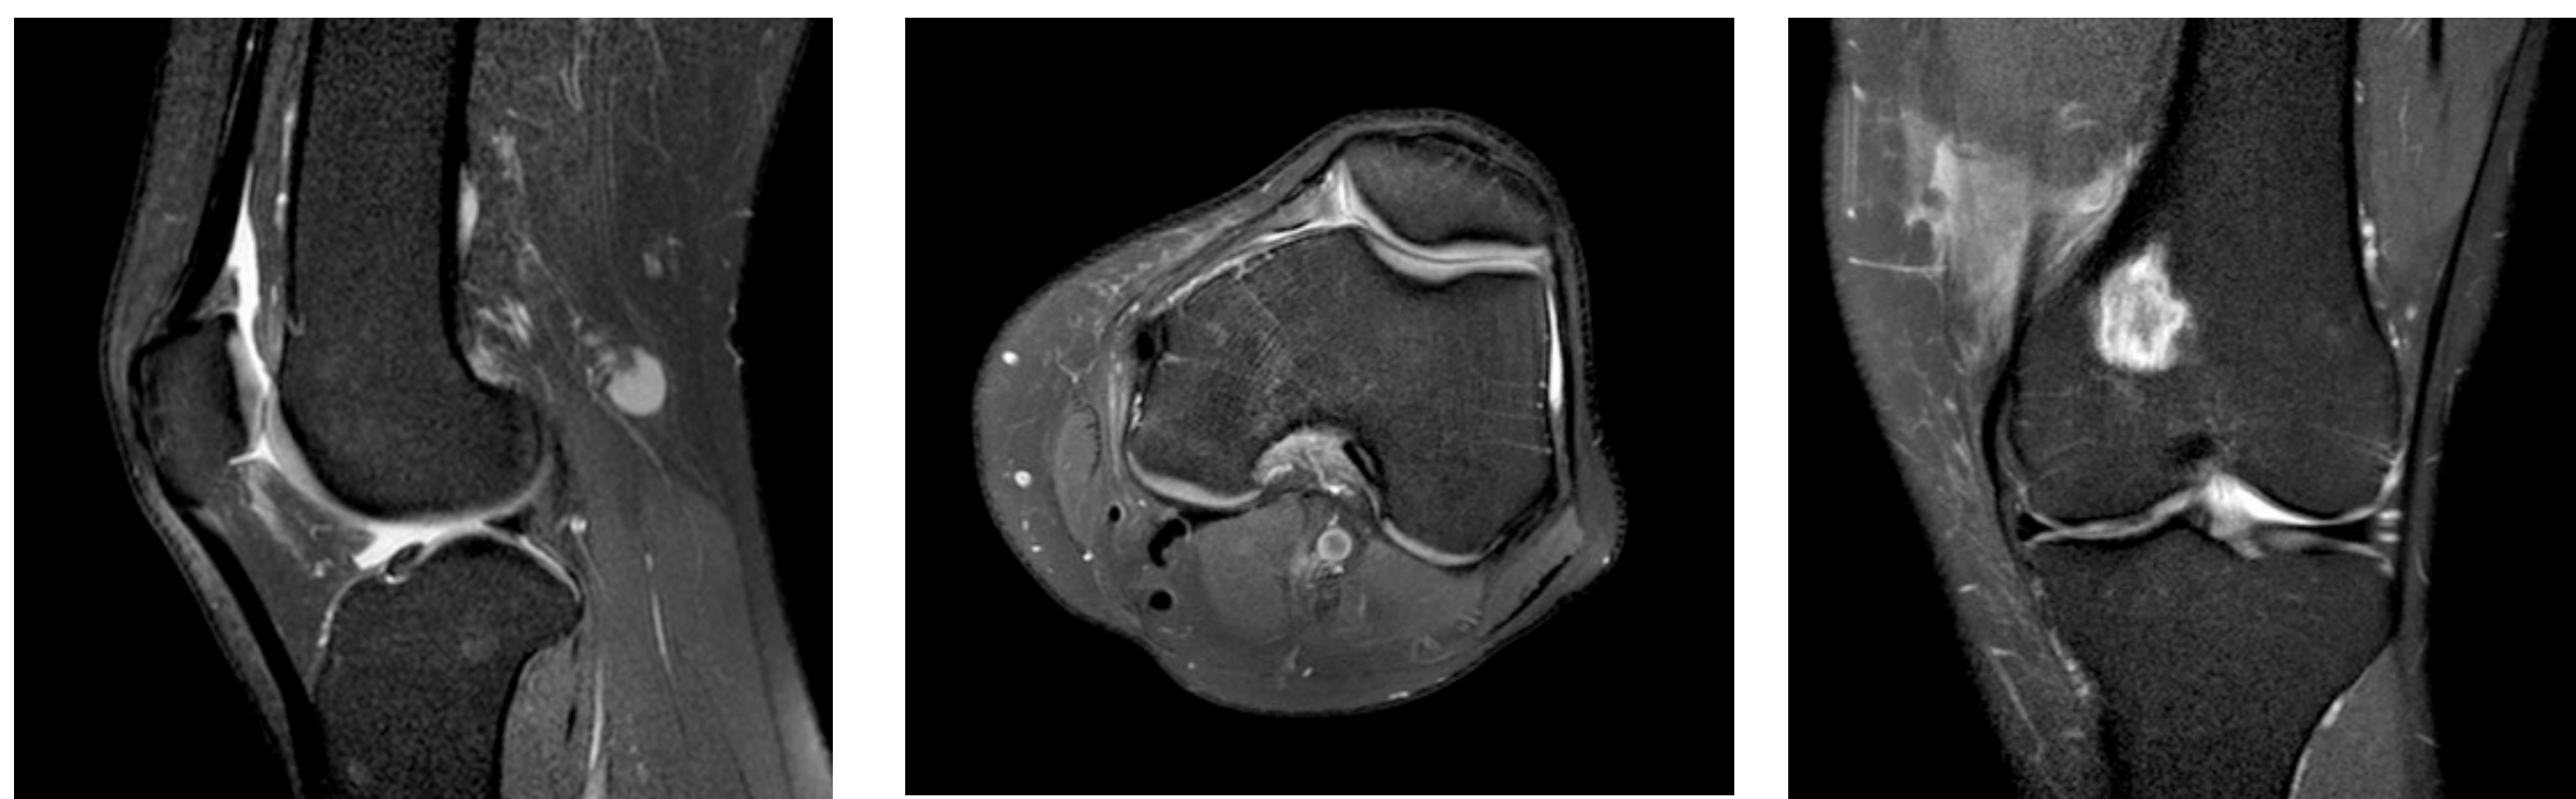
RMN rodilla tras tratamiento (secuencia SPAIR). Resolución prácticamente completa de la artritis tuberculosa y de la colección periarticular posterior, persistiendo una lesión ósea la región supracondilea externa posterior compatible con tejido de granulación residual
